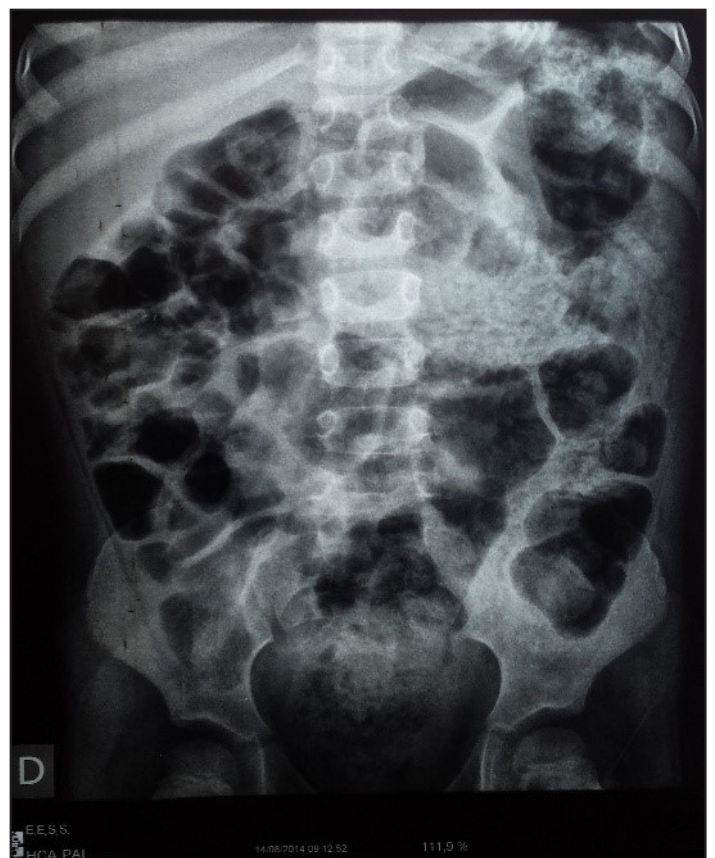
Radiografia de abdome em ortostase evidenciando intensa distensão de alças de delgado e imagem em “miolo de pão”. Não se observam níveis hidroaéreos e existe ar na ampola retal.
